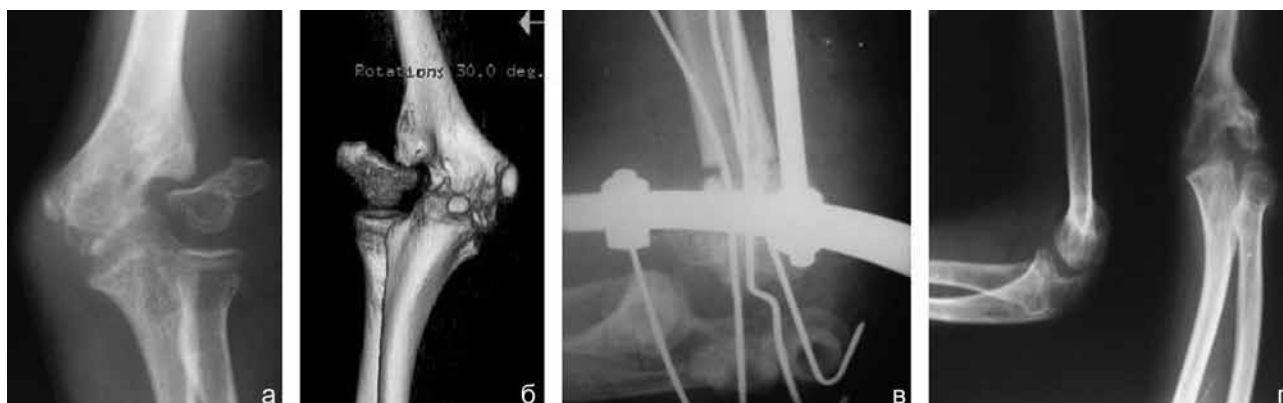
Рентгенограмма локтевого сустава в прямой проекции больного М., 10 лет, до операции (а). КТ локтевого сустава до операции, VRT (б). Рентгенограмма локтевого сустава через 1,5 мес. после операции (в); рентгенограммы локтевого сустава в двух проекциях через 2 года после операции (г)
